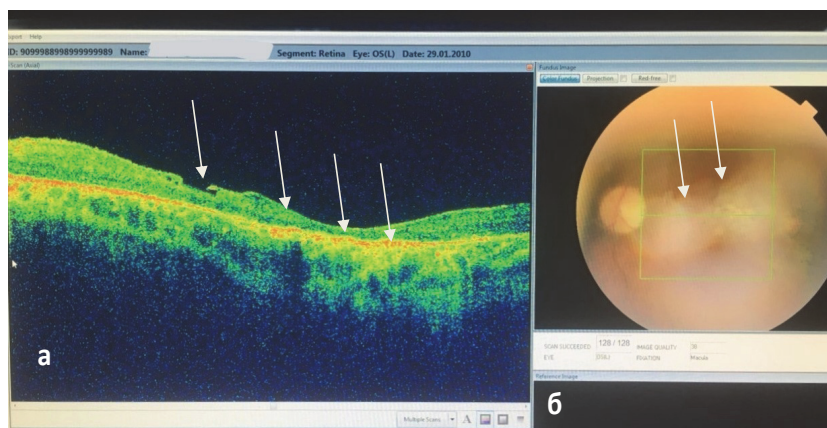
Оптическая когерентная томография центральной области сетчатки OS пациентки А., 35 лет; а – линейный срез макулярной области сетчатки – морфометрические изменения (истончение слоев сетчатки, эпиретинальная мембрана и изменения пигментного слоя); б – фундус изображение заднего полюса глазного яблока, детали макулярной и парамакулярной области по флёрму
